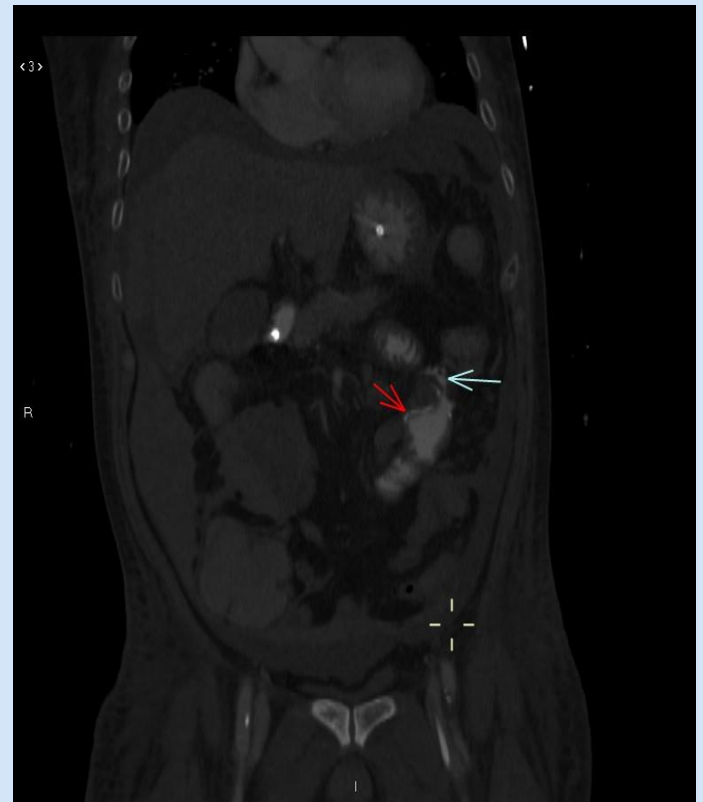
Tomografía computarizada abdominopélvica con contraste postoperatoria
